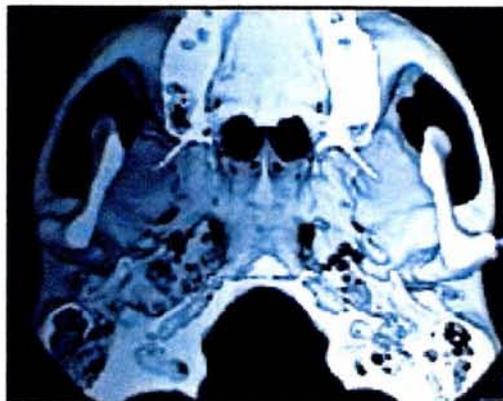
Tomografía computada con reconstrucción tridimensional.⁽¹⁸⁾
